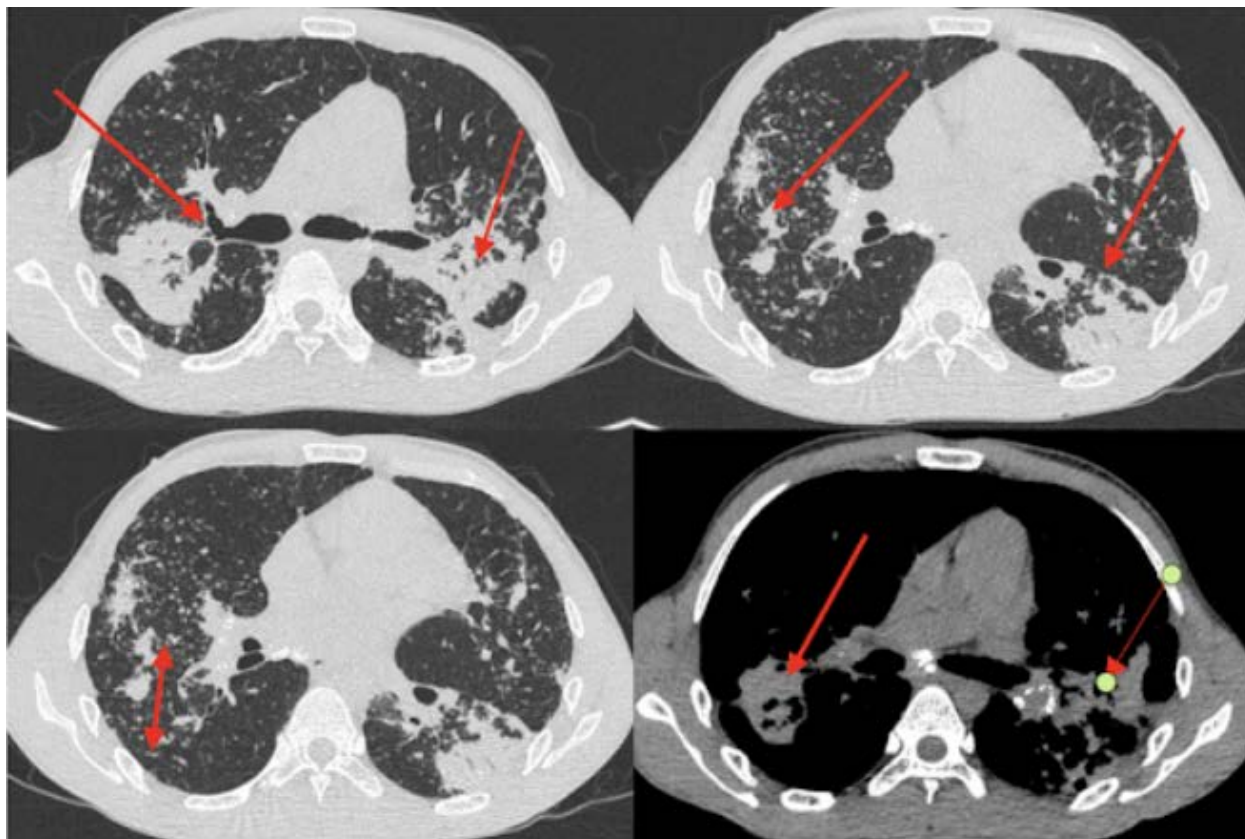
TAC de tórax con patrón retículo-nodular y masas fibróticas
